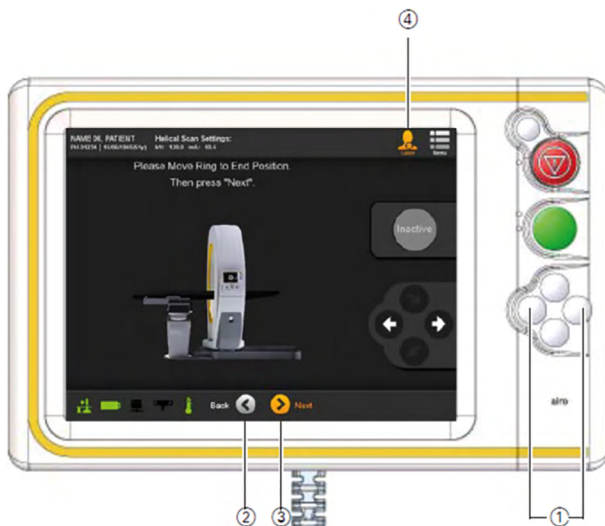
Консоль управления мобильным КТ:
